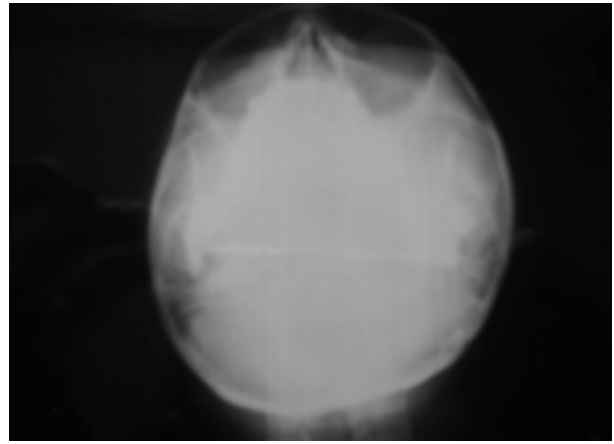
Radiografia de Hirtz.
